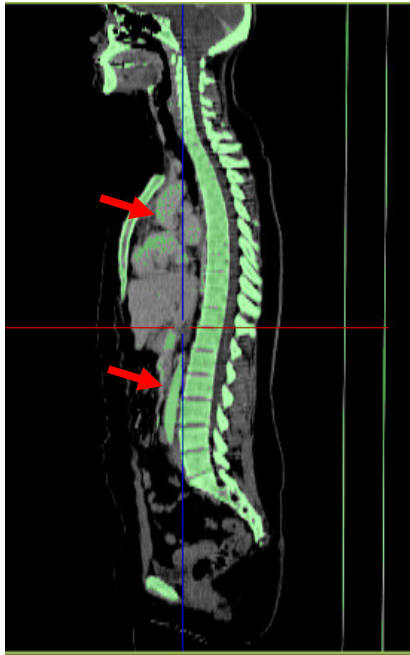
CT-Skelettmaske bei 160 HU
